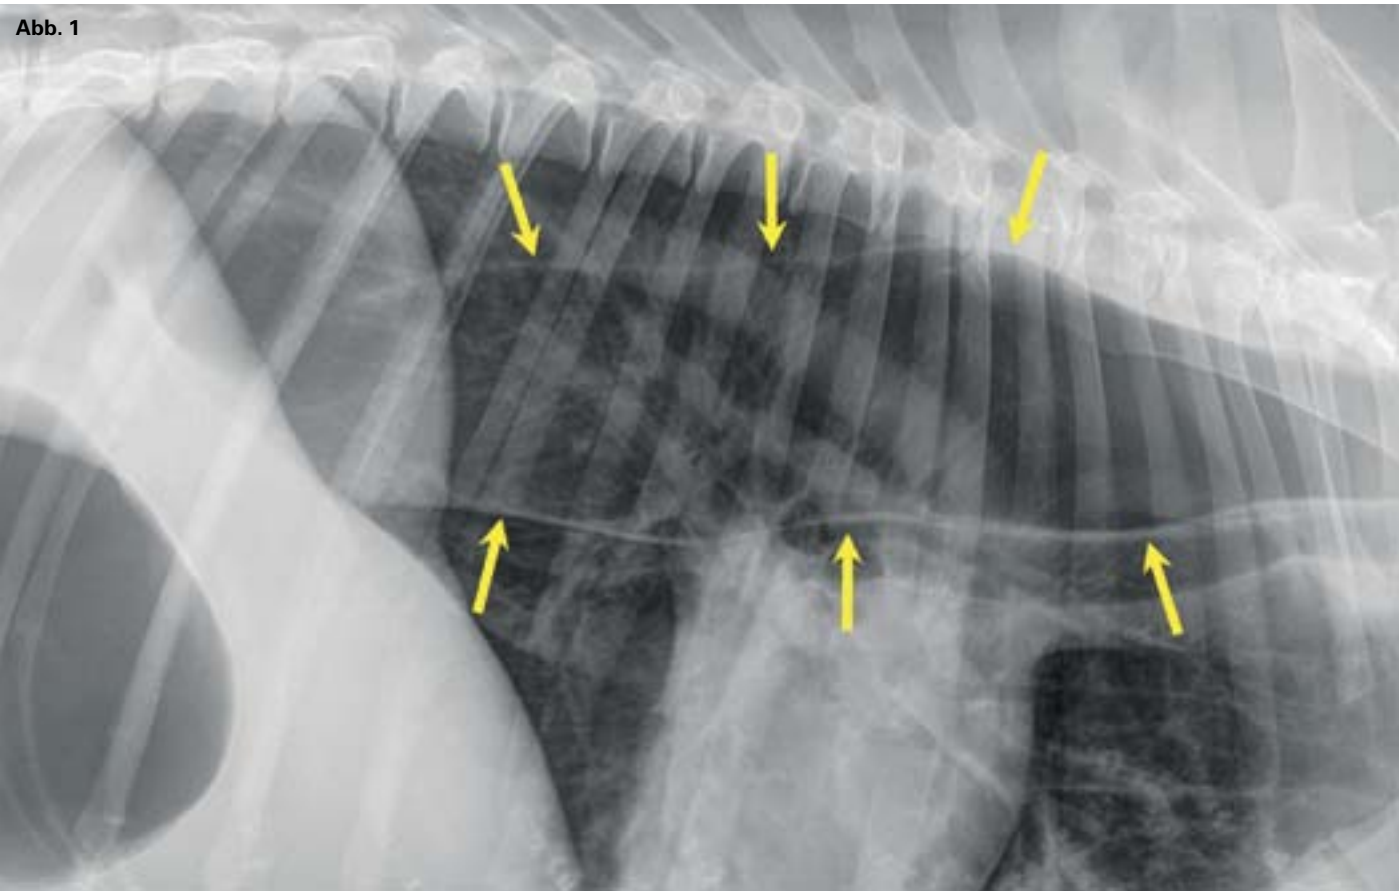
Röntgenbild eines Megaösophagus (Pfeile) bei einem Irish Setter; der Kopf befindet sich rechts.
